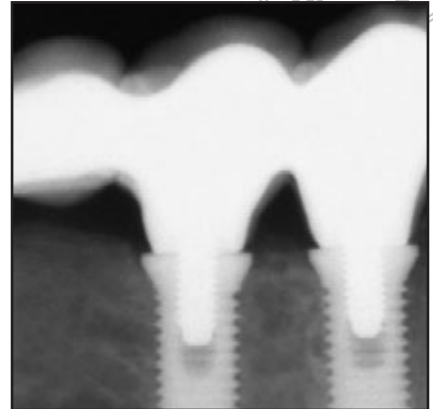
Röntgenbilder von 2 Patienten mit benachbarten Implantaten im Abstand von weniger als 2 mm. Die interimplantäre Knochenspitze blieb erhalten.
